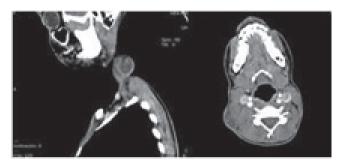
Tomografía computarizada de cuello contrastada axial y sagital con adenopatía abscedada y conglomerado ganglionar.
